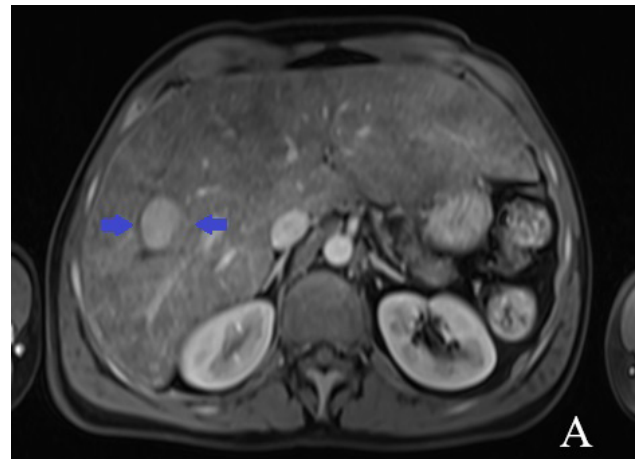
RM hepática dinámica. LOEH de 25mm en segmento VIII con comportamiento vascular típico de CHC (A: hipercaptación en fase arterial; B: lavado en fase tardía)
